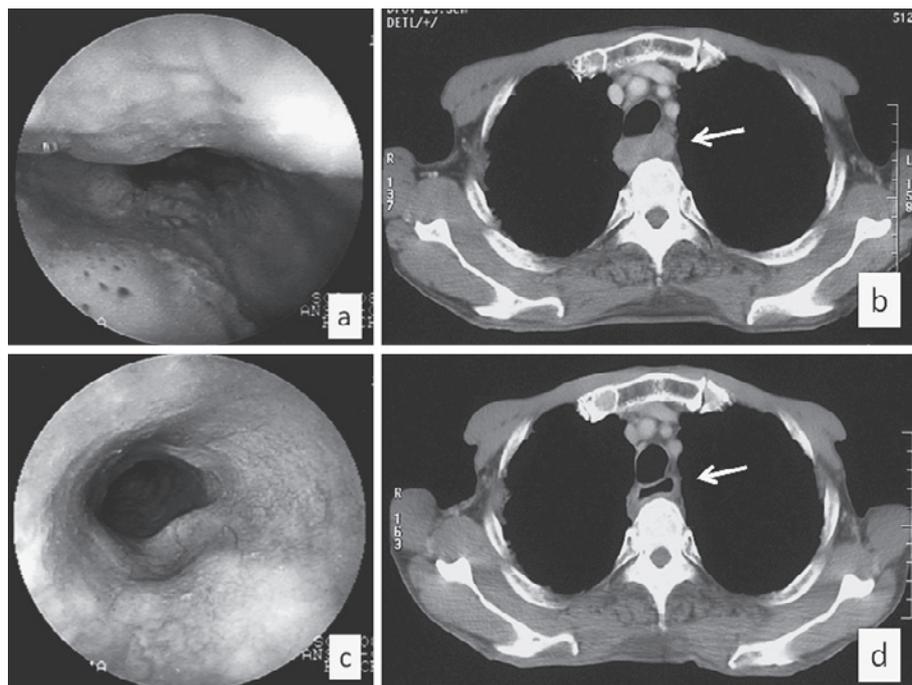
Case 2. Upper gastrointestinal endoscopic examination showing an advanced esophageal carcinoma (a). Computed tomography of the chest showing a thickening of the esophageal wall at the upper third of the esophagus which was suspected to have invaded the trachea (arrow) (b). After chemoradiation therapy with docetaxel, nedaplatin and fluorouracil, follow-up endoscopic examination revealing disappearance of the advanced esophageal carcinoma (c). After chemoradiation therapy, follow-up computed tomography revealing that the size of the esophageal mass has significantly decreased, which was defined as complete response (arrow) (d)
